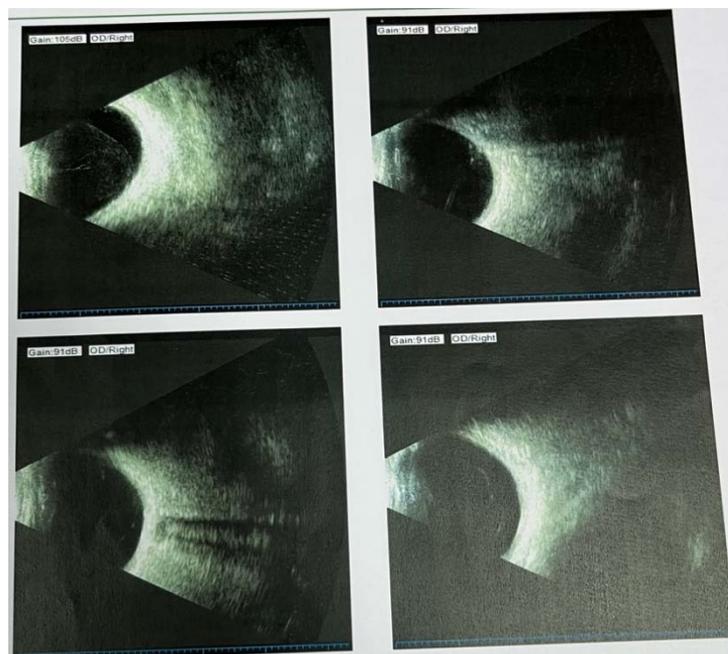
Décollement séreux rétinien à l'échographie mode b
